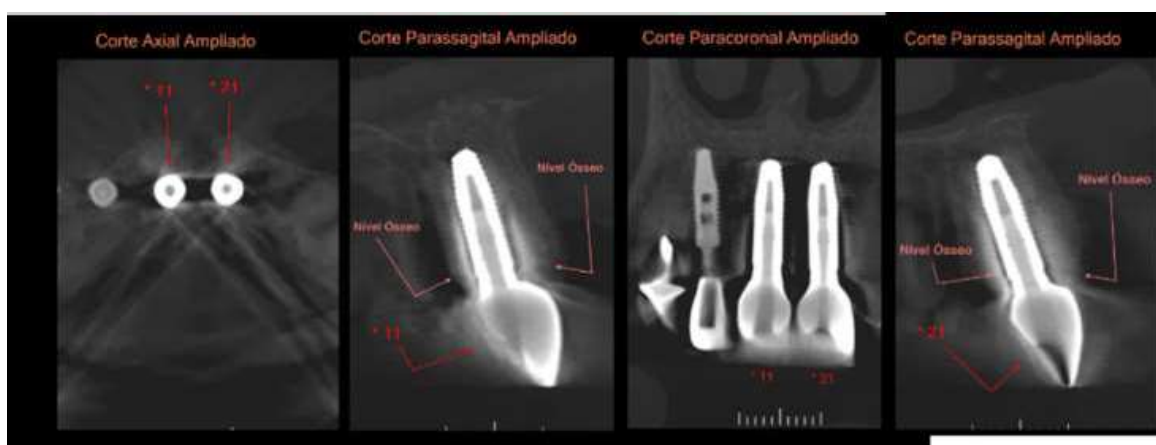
Tomografia Computadorizada Cone Beam mostrando o nível ósseo ao redor dos implantes de zircônia 11 e 21, 9 meses após a cirurgia de instalação.
